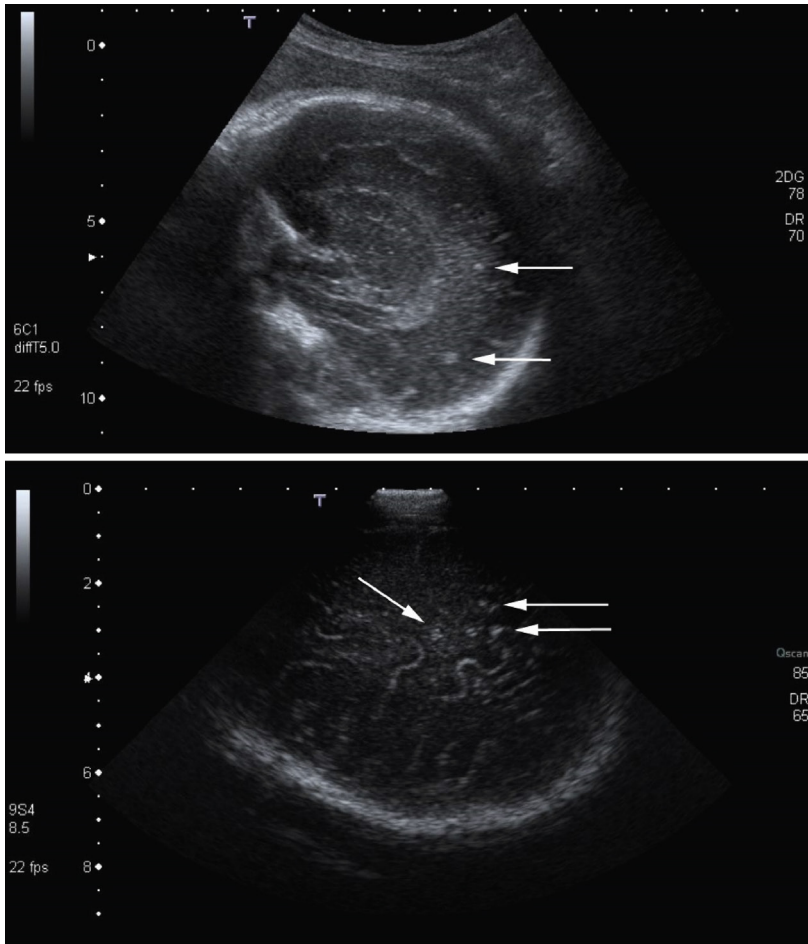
Échographie fœtale. Kystes toxoplasmiques cérébraux.
